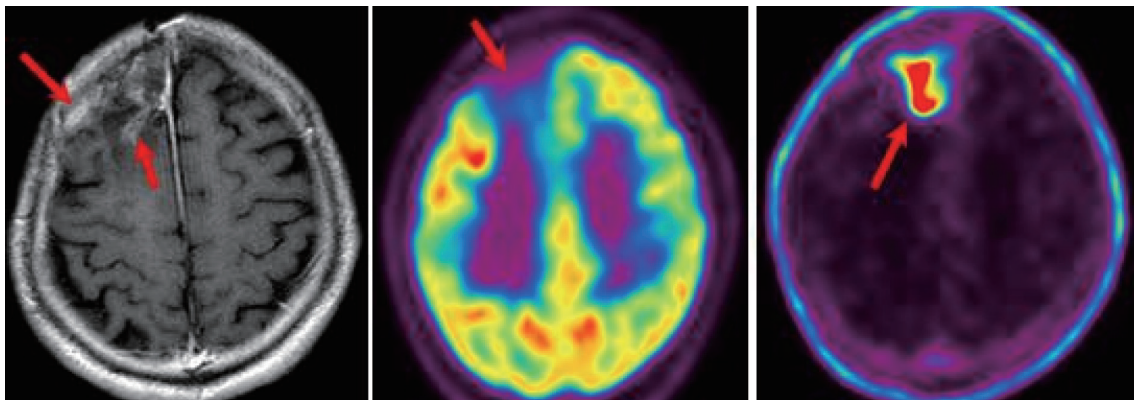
胶质瘤复发¹¹C-Choline PET显像
